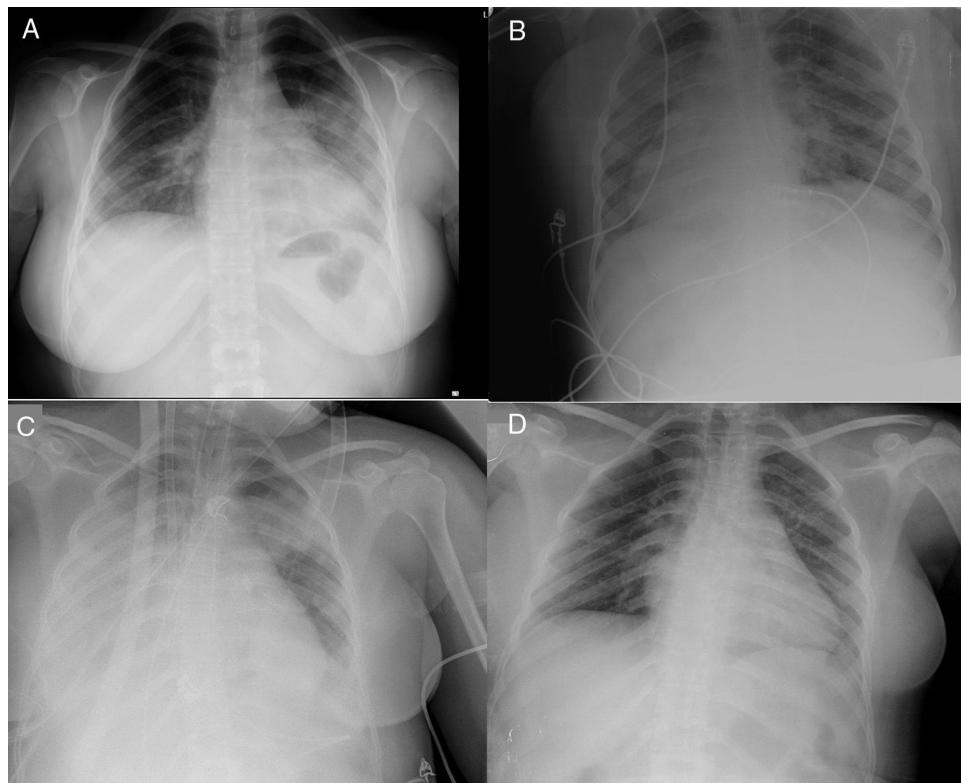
Radiografía simple de tórax. A) Radiografía de tórax en urgencias del hospital departamental. B) Radiografía de tórax en la UCI del hospital departamental (pronóstico). C) Radiografía de tórax al ingreso en la UCI tras el traslado interhospitalario al hospital de referencia (día 0 de ECMO). D) Radiografía de tórax en la planta del hospital de referencia (día del alta hospitalaria).
